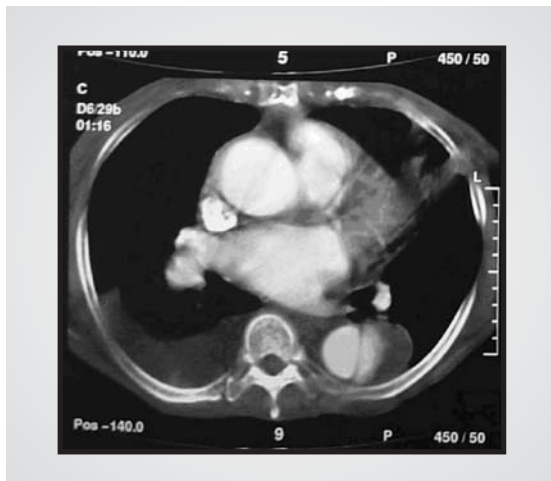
Tomografia de tórax, demonstrando uma úlcera penetrante de aorta, uma forma variante da dissecção de aorta clássica.
